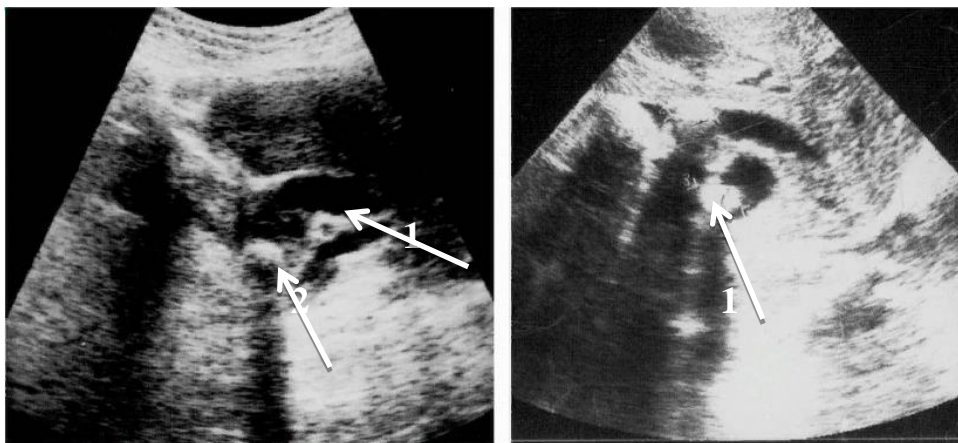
УЗИ ОБП, 1 – крупный конкремент в холедохе, 2– расширение холедоха до 27 мм (билиарная гипертензия).
